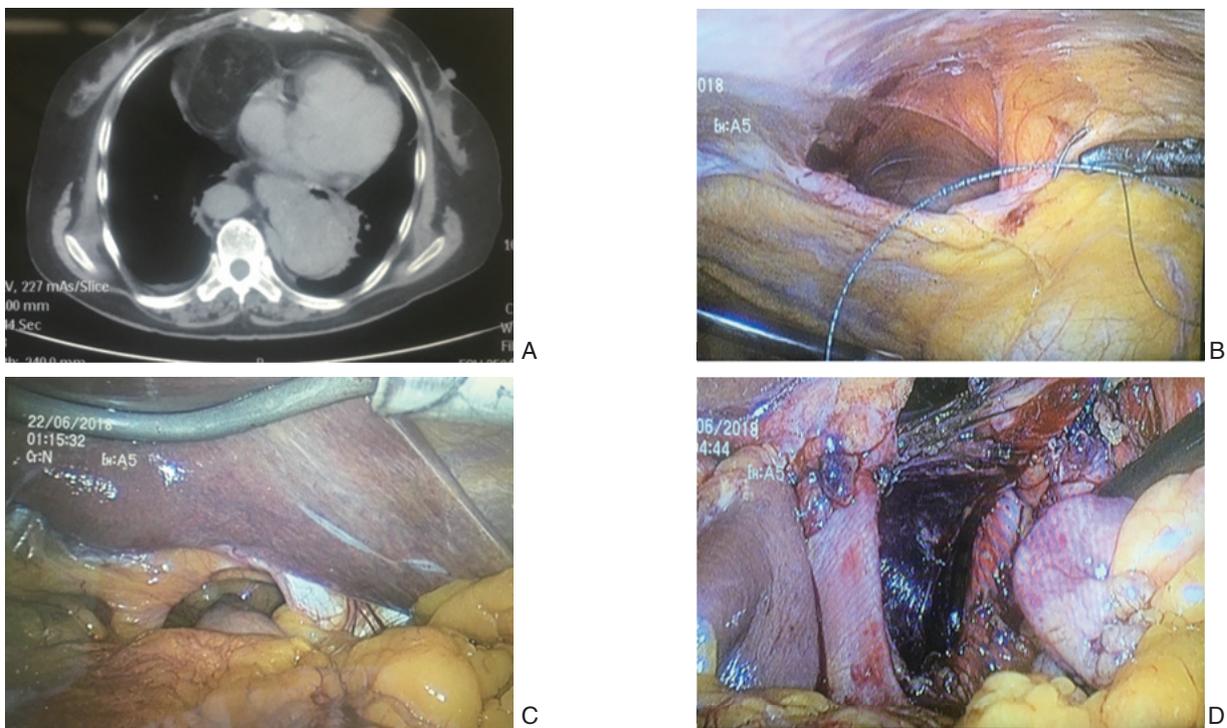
食道裂孔疝合并膈疝 A: 术前 CT 示 Morgagni 膈疝, 食道裂孔疝; B: 术中探查发现 Morgagni 膈疝; C: 食道裂孔疝; D: 游离疝囊抬起食道后, 增大的食道裂孔
